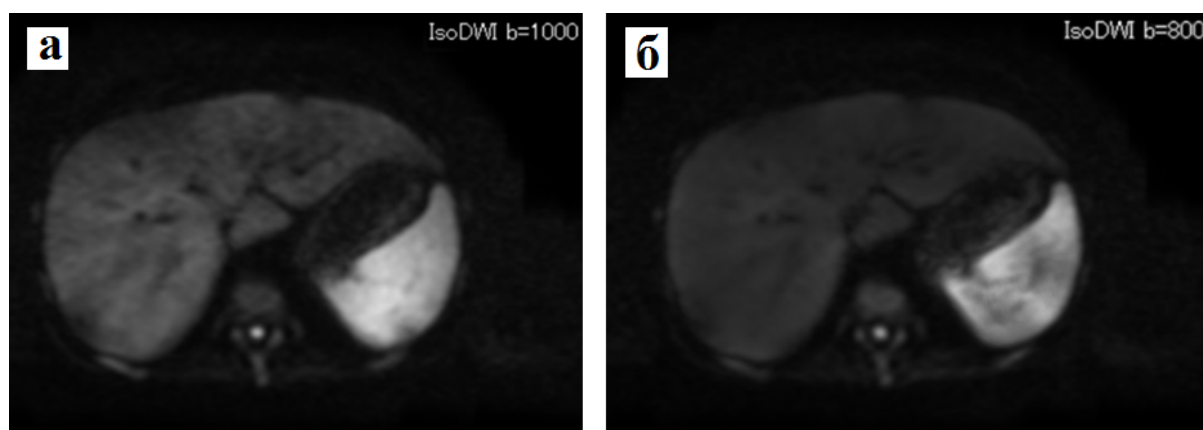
Пациент 36 лет с диффузным поражением печени при поступлении, МРТ исследования с применением диффузионно-взвешенной последовательности. а) b-фактор 1000 с/мм² с признаками высокого сигнала селезенки, что подтверждает преимущественно алкогольный характер диффузного поражения печени, в то время как б) диффузионно-взвешенное изображение с b-фактором 800 с/мм² имеет «пятнистый» сигнал, не позволяющий на данном этапе дифференцировать этиологический фактор заболевания.
